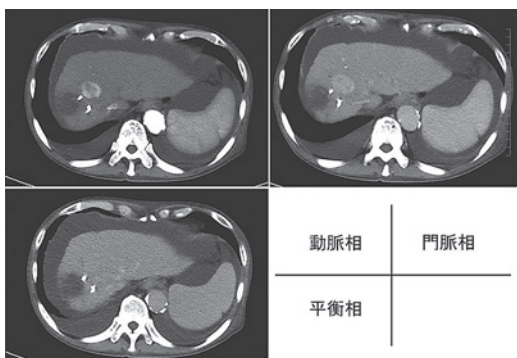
腹部造影CT 左上は動脈相, 右上は門脈相, 左下は平衡相
